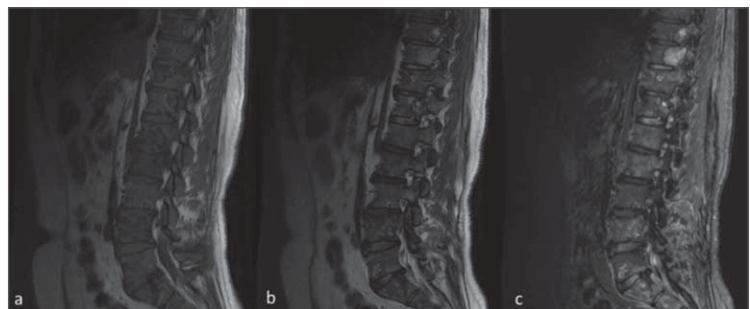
Sagittal T1-weighted (a), T2-weighted (b) and STIR (c) MRI displaying osteolytic bone metastases of a prostate adenocarcinoma.
